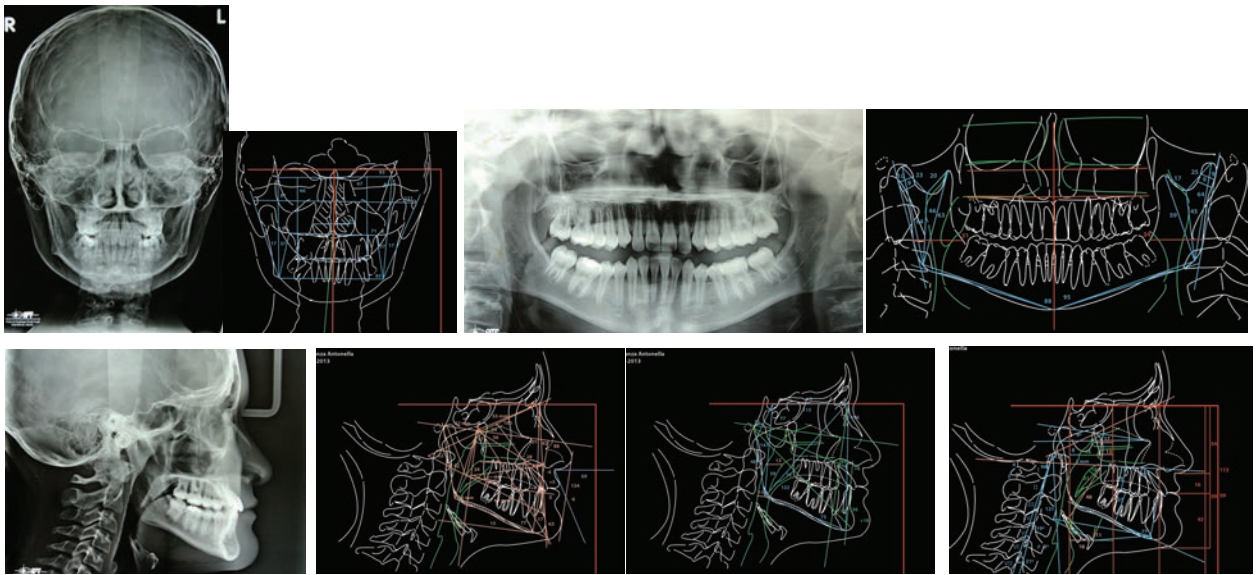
Radiografías finales de control.
